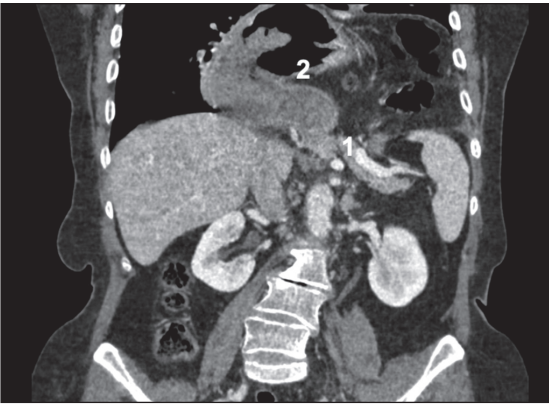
TC preoperatoria. 1: Páncreas ascendido en hiato; 2: Estómago y duodeno ascendidos.
